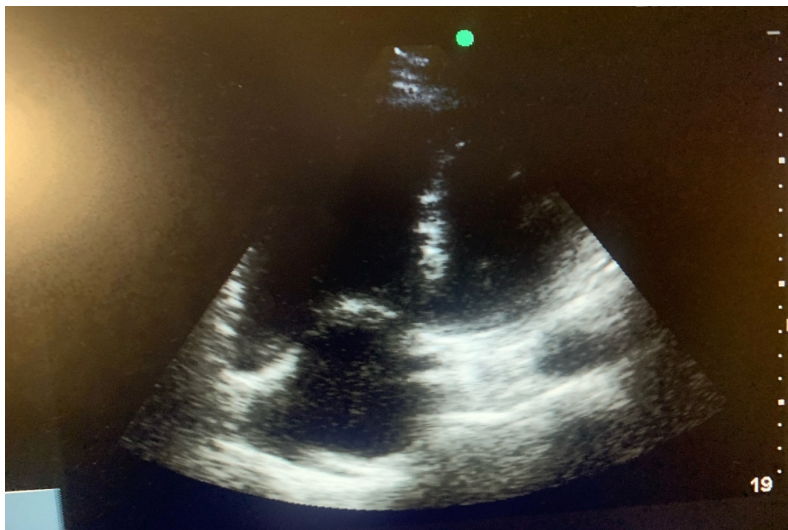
Ecocardiografía con sonda sectorial. Plano apical cuatro cámaras. Dilatación de cavidades derechas
